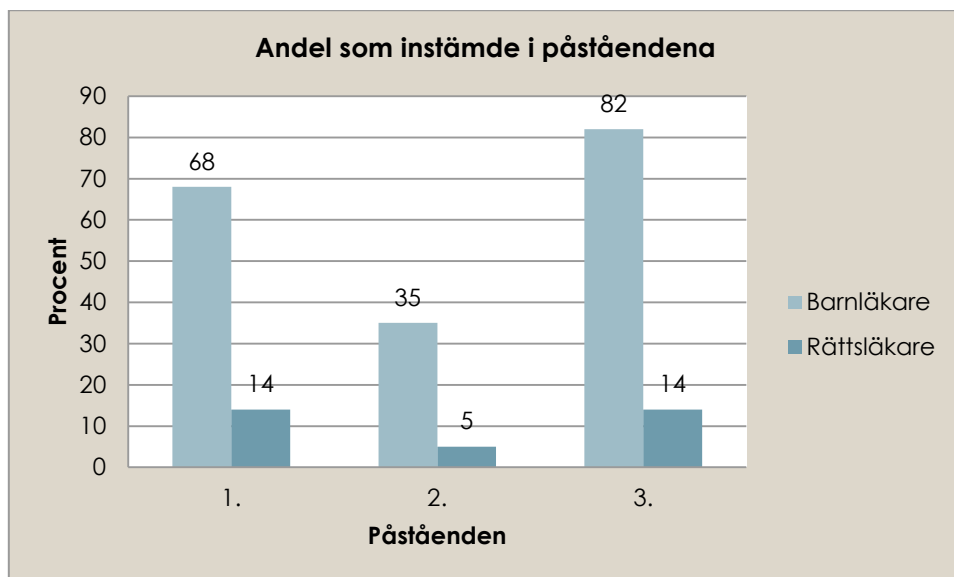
Påståenden med varierande instämmandegrad som rör status-uppgifter, provtagningar och röntgenundersökning. Antal svarande: Barnläkare=34, Rättsläkare=21
